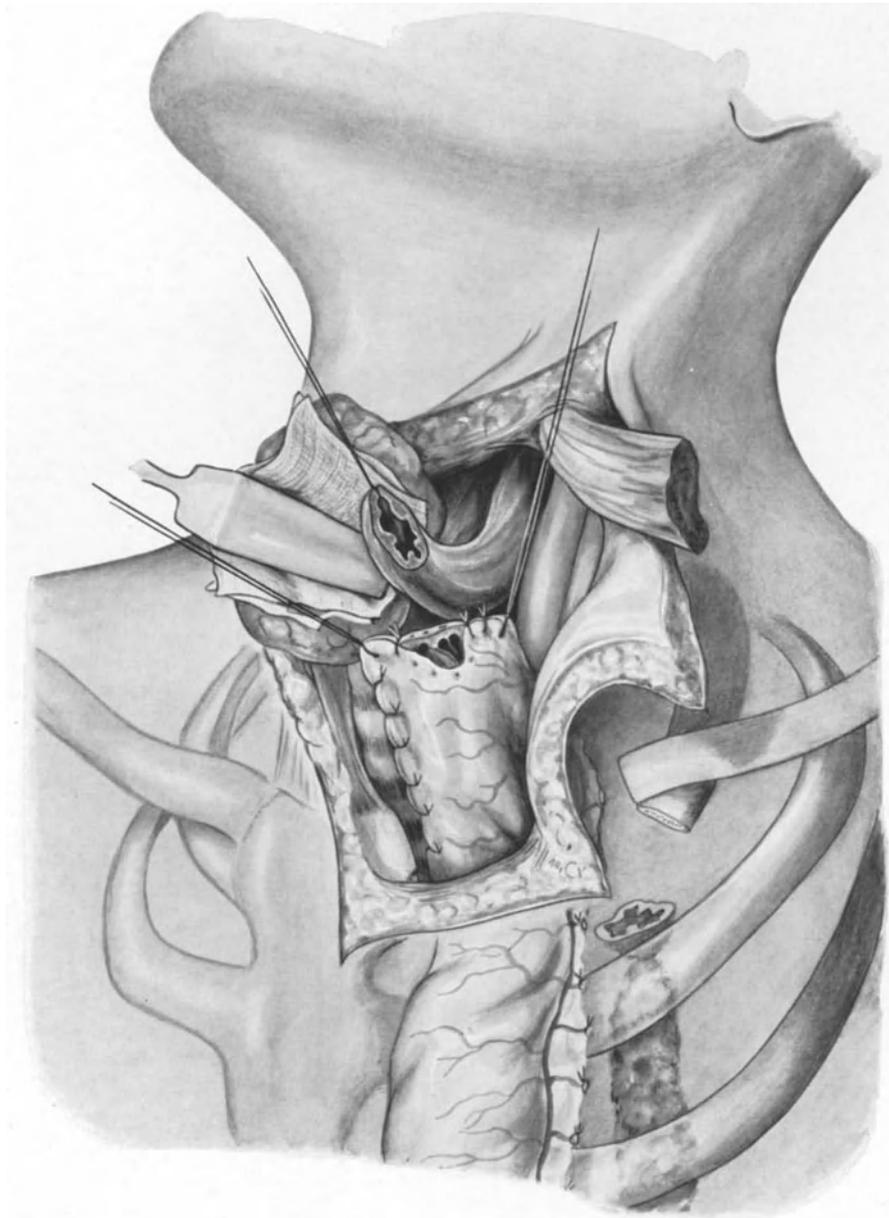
Cervicale Oesophagogastronomie*. Retroclaviculäre Erweiterung der Halsincision im Sinne der parasternalen Mediastinotomie (Abb. 143). Nach Entfernung der sternalen Abschnitte von Schlüsselbein und erster Rippe wird der geschwulsttragende Oesophagusabschnitt reseziert. Der aborale Oesophagusstumpf wird verschlossen. Der antethorakal verlagerte Magenschlauch wird unter Eröffnung einiger Nähte des Kardiaschlusses mit dem oralen Oesophagusstumpf anastomosiert. Ist der hochgelegene Tumor des Oesophagus inoperabel, dann wird oral vom Tumor durchtrennt; der geschwulsttragende thorakale Abschnitt des Oesophagus wird verschlossen und in das Mediastinum zurückgelagert, der cervicale Abschnitt in der beschriebenen Weise mit dem antethorakal verlagerten Magen anastomosiert
